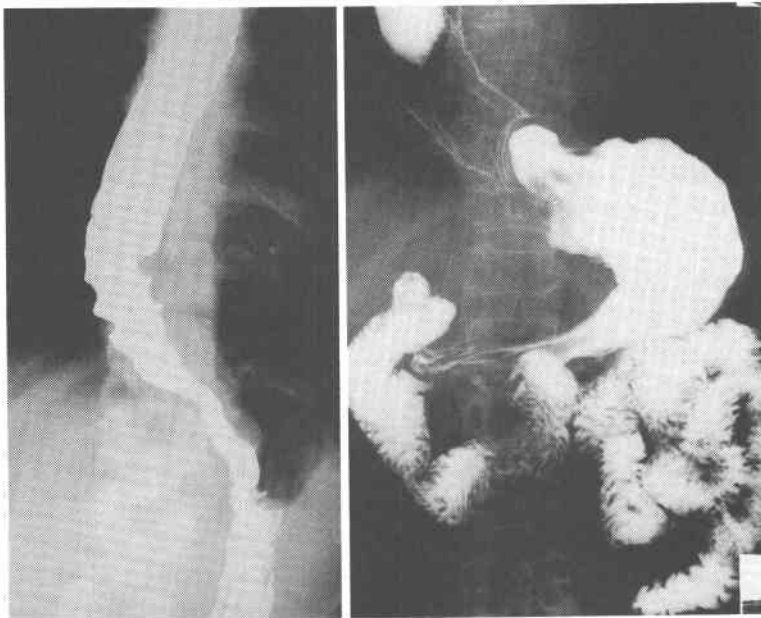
Postoperative radiography of achalasia case. Contrast medium passes beyond esophago-gastric junction smoothly and straightly. Moreover, reflux is prevented completely.
